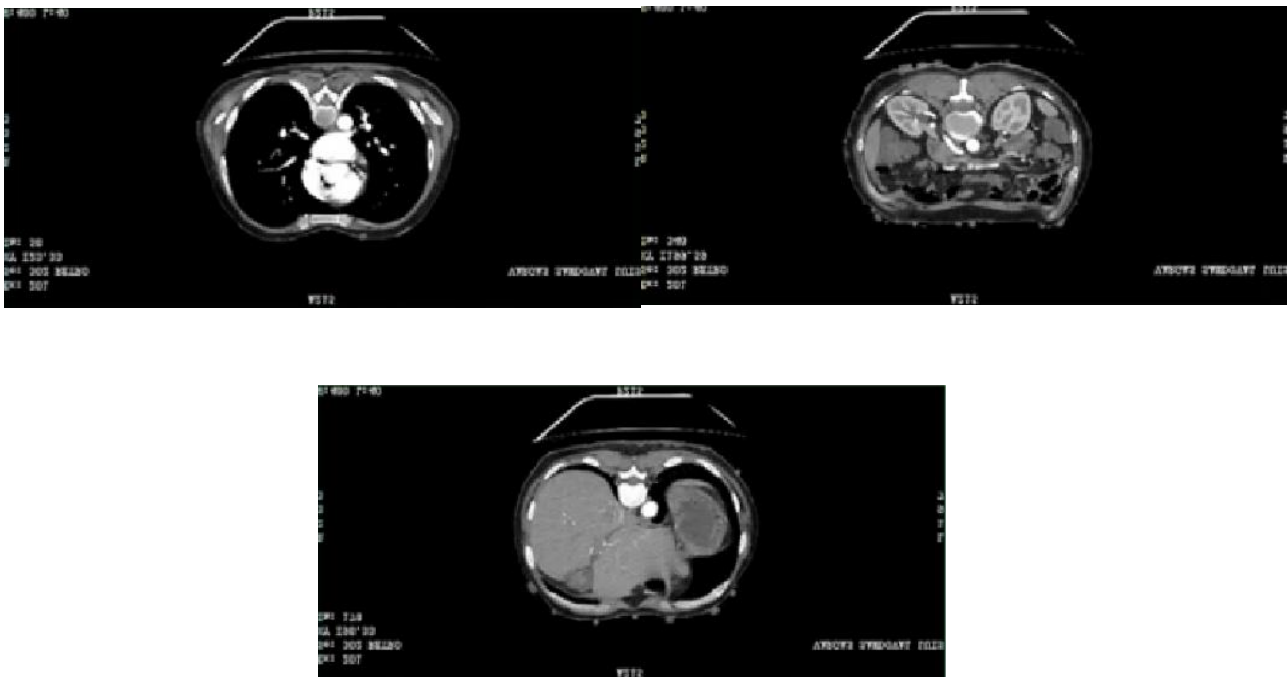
Tomografía Axial Computarizada Simple de Abdomen
